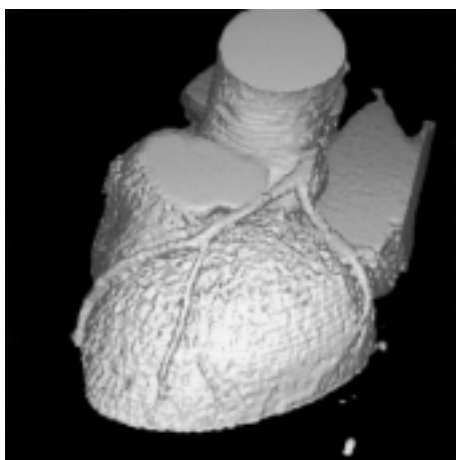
Angiografia non invasiva con tomografia computerizzata a fascio di elettroni: a sinistra la figura mostra una coronarografia normale delle branche coronariche sinistre mentre la figura a destra mostra una stenosi severa della porzione prossimale della coronaria discendente anteriore (all'interno del rettangolo nero). Per gentile concessione del Dr. Stephan Achenbach.
